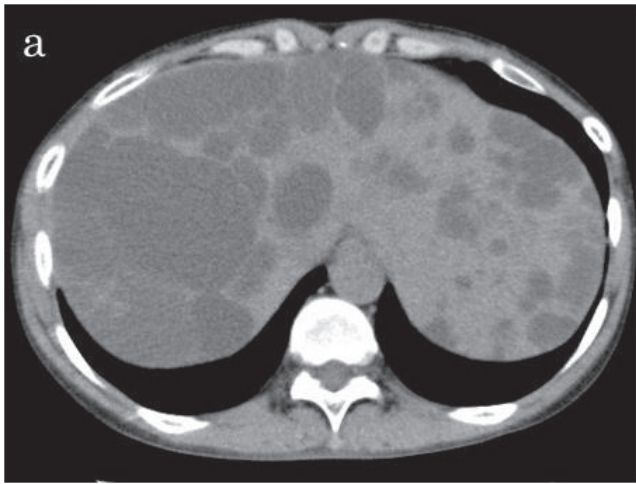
2013 年当院初診時の腹部単純 CT では、多発肝嚢胞 (a) と両側多発嚢胞腎 (b) を認める。臍の開大は認めていなかった。
